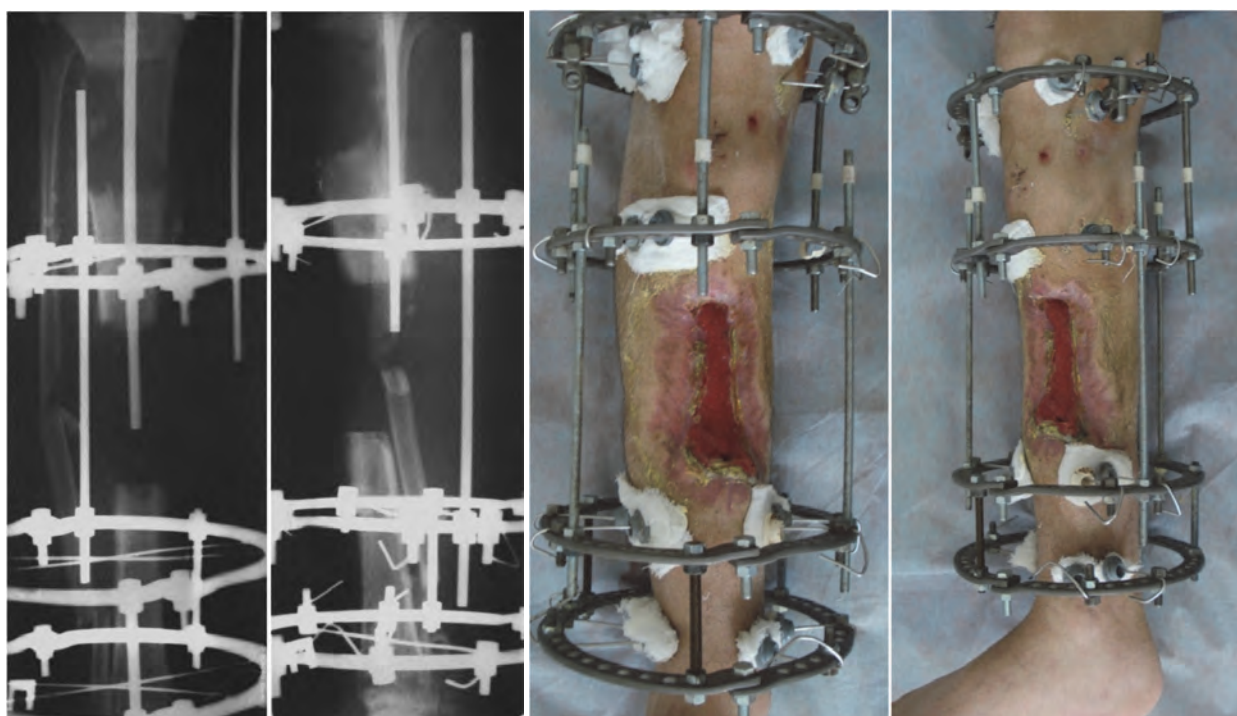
Рентгенограммы и фотографии правой голени на этапе дистракции.
